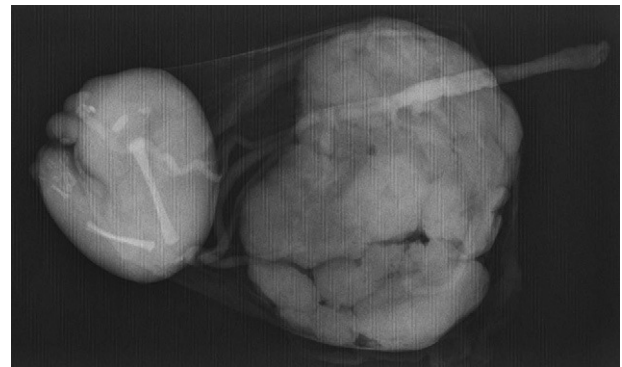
Radiografía de la placenta y del feto acardio.
